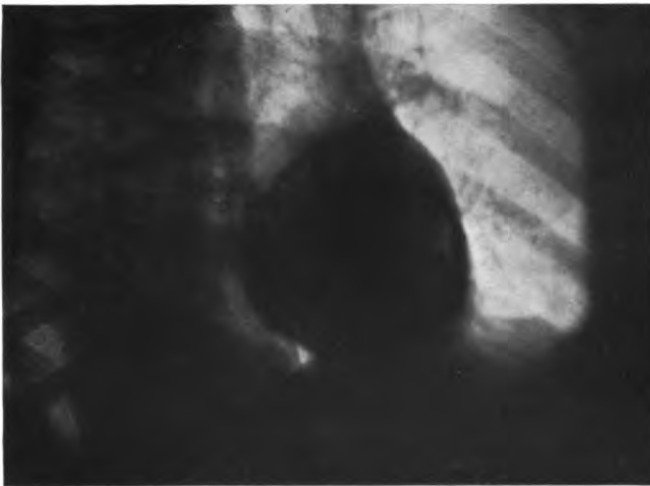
Röntgenbild einer Perikarditis. Doppelkonturierung der Perikardschwiele. Die bei den Herzbewegungen sich gegeneinander bewegenden Panzerplatten schließen zwischen sich einen Exsudatrest ein.
